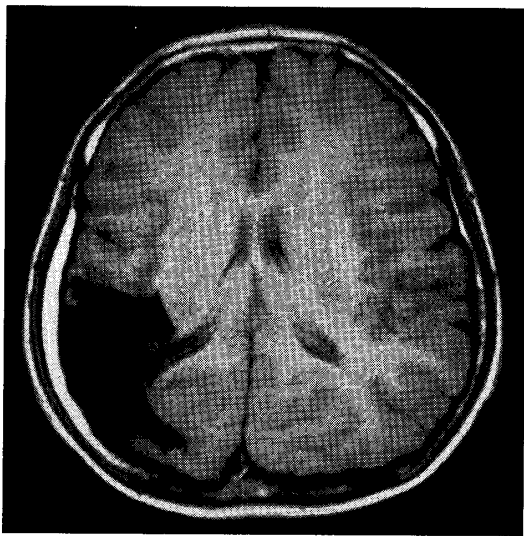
右側頭・頭頂葉に広範な皮質欠損(孔脳症)を認めた14歳男児(症候性全般てんかん)のMRI(T1強調水平断)生後4日突然全身強直けいれんを頻発し,CT検査で右側頭葉の低吸収域が指摘された。脳波では10歳まで右後頭部と中心部にspikeがみられた。抗てんかん薬内服後発作は消失したが,怠業し,自己断薬した。知的障害はない。現在の脳波は覚醒・睡眠時とも右半側のlazy activityを示した。
